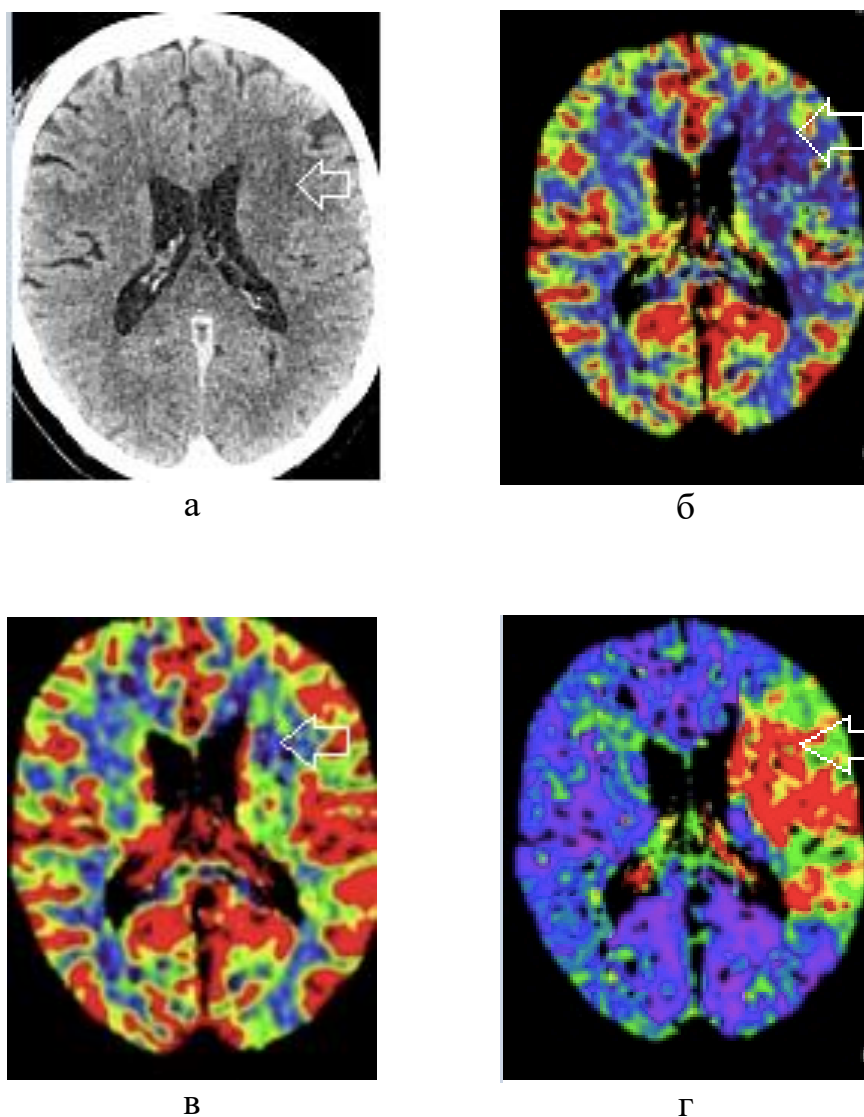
Больной Б., 69 лет. (И/б 11726/2019). На КТ (а) в бассейне левой средней мозговой артерии визуализируется гиподенсный участок (стрелка), при КТ-перфузии в бассейне данной артерии определяется участок нарушенного кровообращения (стрелки): $CBF= 9,27$ мл/100мл/мин (б); $CBV= 0,55$ мл/100мл (в); $MTT= 3,41$ сек (г), площадь повреждения 37 см³
